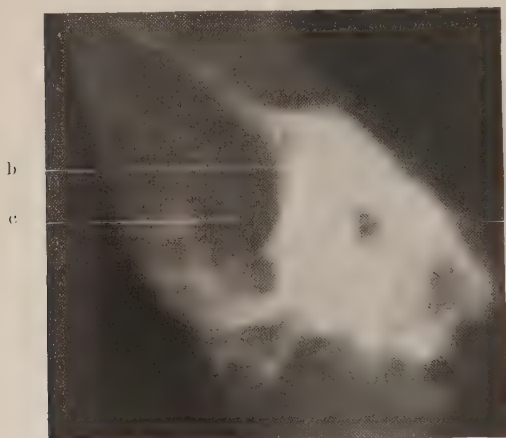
Röntgenbild eines nichtpneumatisierten (kompakten) Warzenfortsatzes (Leichenschläfenbein). a = äußerer Gehörgang. b = kompakter Warzenfortsatz. c = Sinus sigmoideus.
